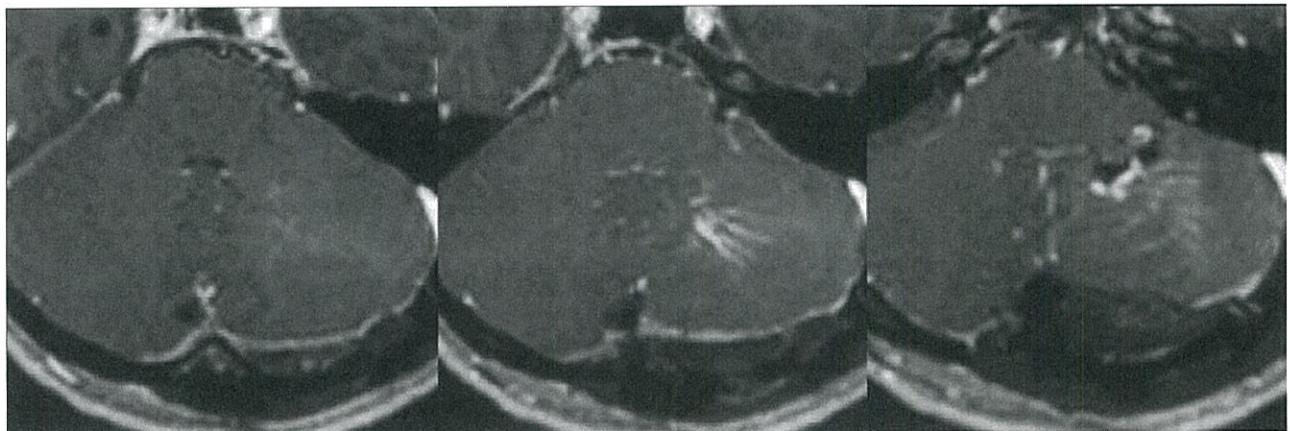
Postoperative the axial Gd-enhanced T1-weighted image showing only medullary veins and large collector vein and disappearance of cavernous angioma.
